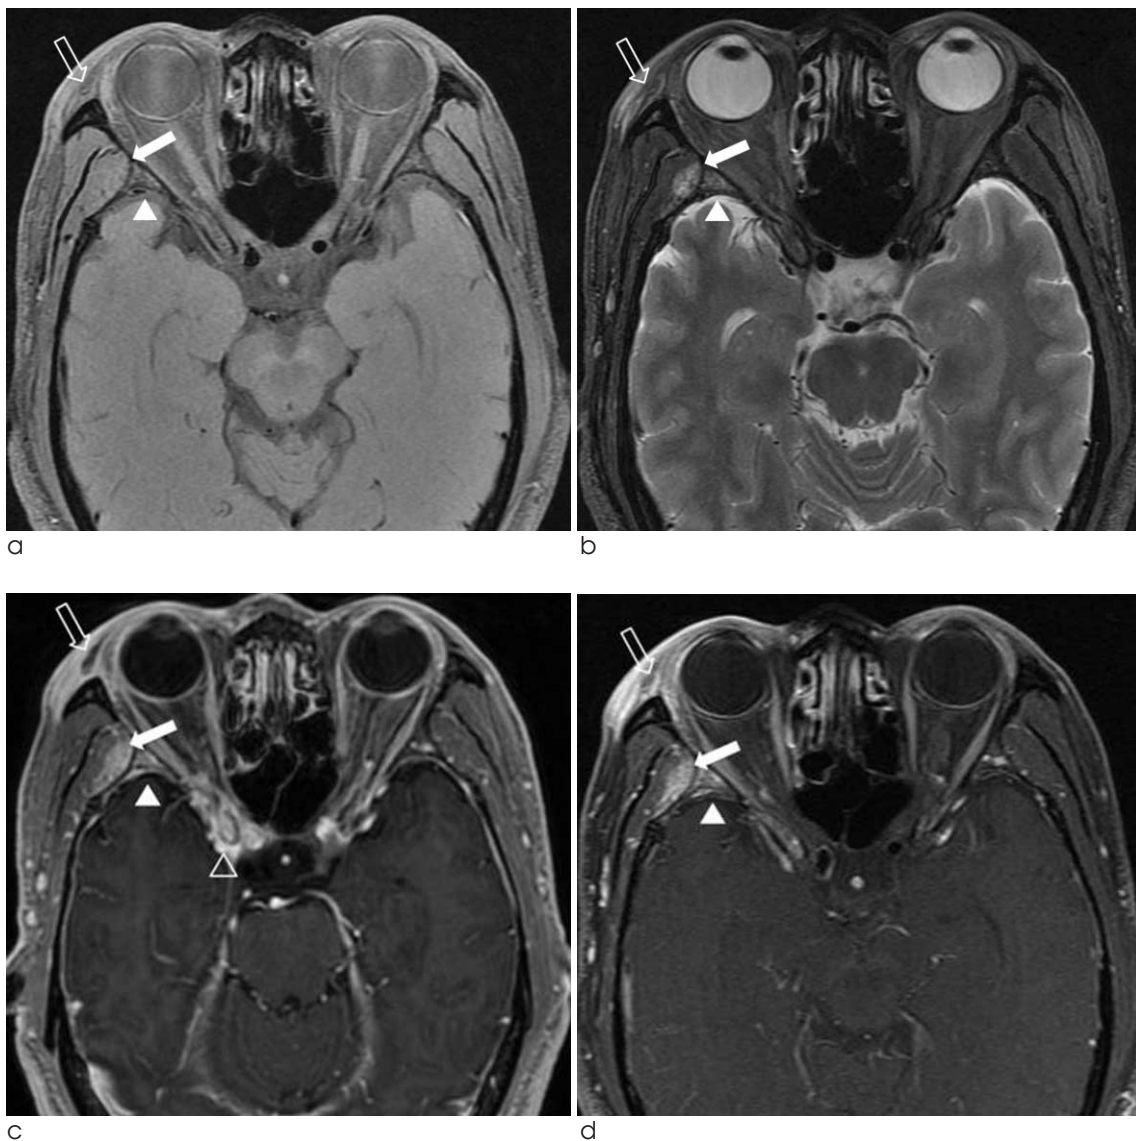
T1- (a) T2-weighted (b), and axial Gadolinium-enhanced T1-weighted magnetic resonance imaging (c, d) scans of orbit showing inflammatory process of the right temporalis muscle (arrow), osteomyelitis of the right sphenoid bone (arrow head), slit like abscess at the right upper eyelid (open arrow) and inflammatory process of the right optic canal (open arrow head).
